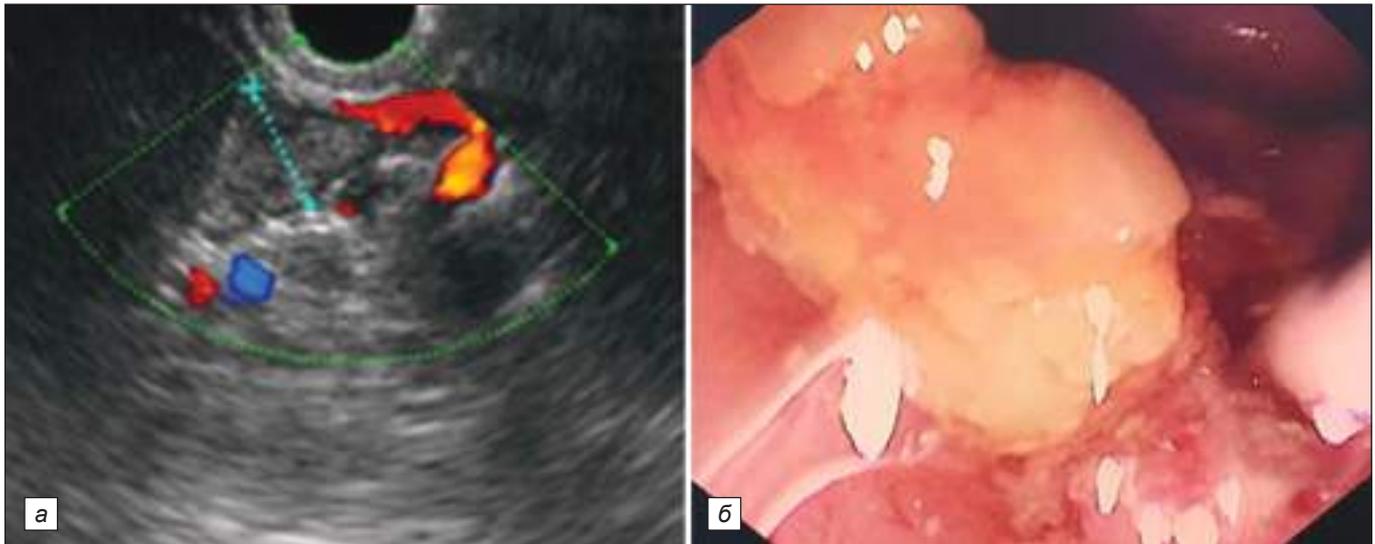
Аномальное панкреатикобилиарное соединение с фиксированным белковым преципитатом: *а* – Эндо-УЗИ, в области панкреатико-билиарного соединения конкремент без эхотени; *б* – дуоденоскопия, ЭПСТ, литэкстракция.
